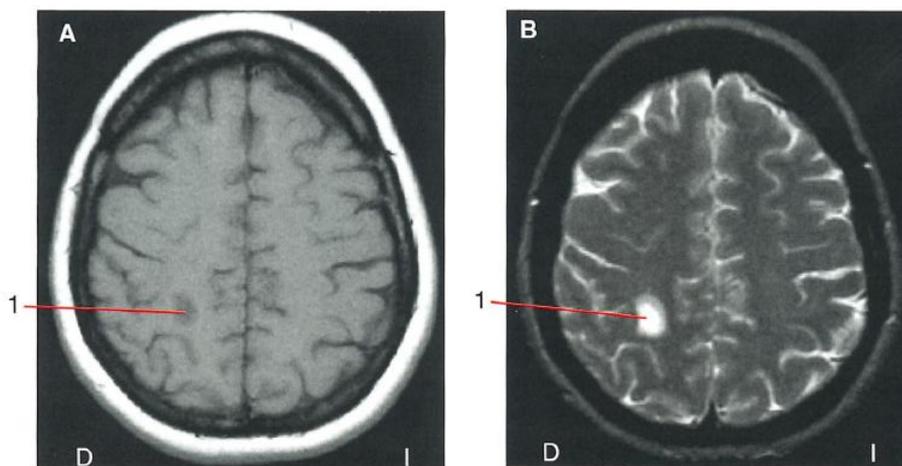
Visualización de lesiones compatibles con esclerosis múltiple en RMN. (Modificado de Nolte J, et al. 2009.)
